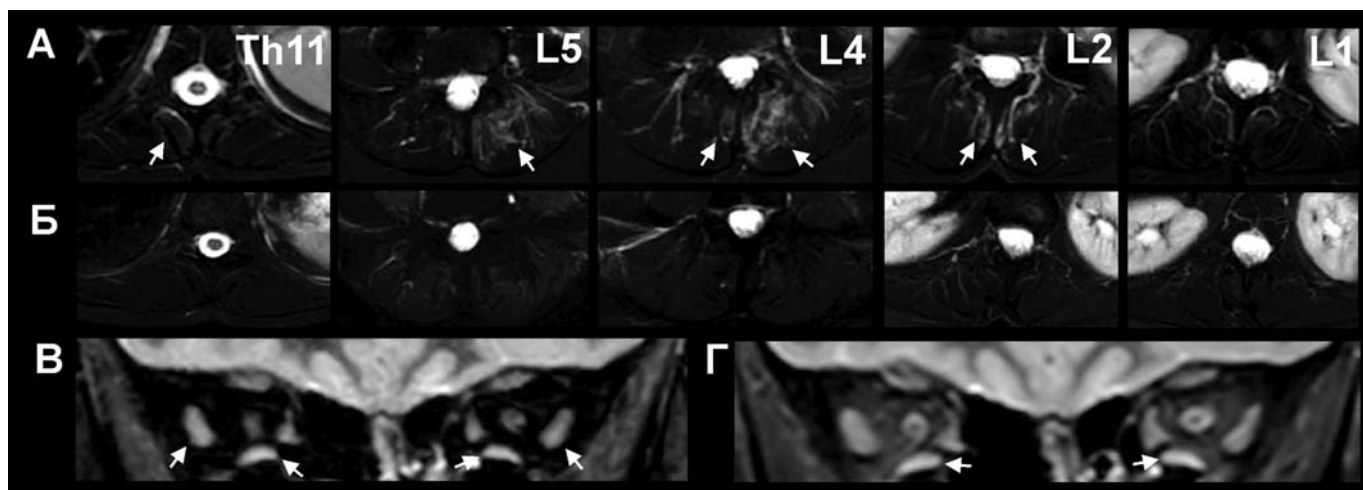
МРТ пациентки П. с анти-MuSK-миастенией с длительностью заболевания 8 мес.: А — отек *m. multifidus* на уровне Th11–L1 (STIR, аксиальная плоскость) до терапии; Б — отсутствие изменений МР-сигнала от *m. multifidus* на уровне Th11–L1 (STIR, аксиальная плоскость) после терапии; В — отек *m. rectus lateralis* и *m. rectus inferior* до терапии (STIR, коронарная плоскость); Г — отек *m. rectus inferior* после терапии (STIR, коронарная плоскость).
